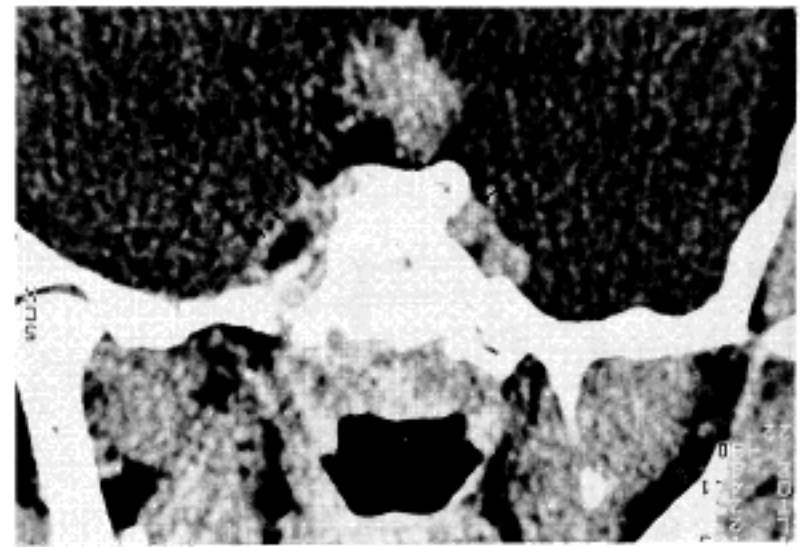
The postcontrast CT shows enhanced intrasella mass with suprasella extension and involvement of cavernous sinus.
